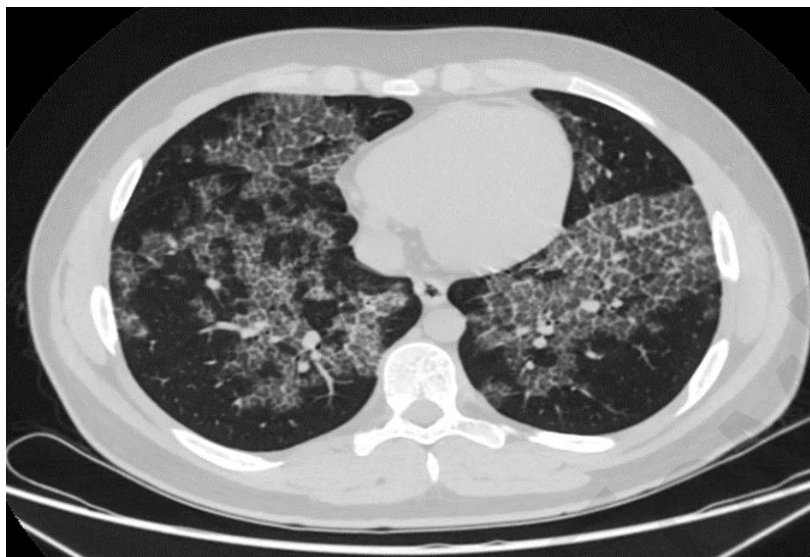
Компьютерная томография органов грудной клетки высокого разрешения (январь 2022 г.)
